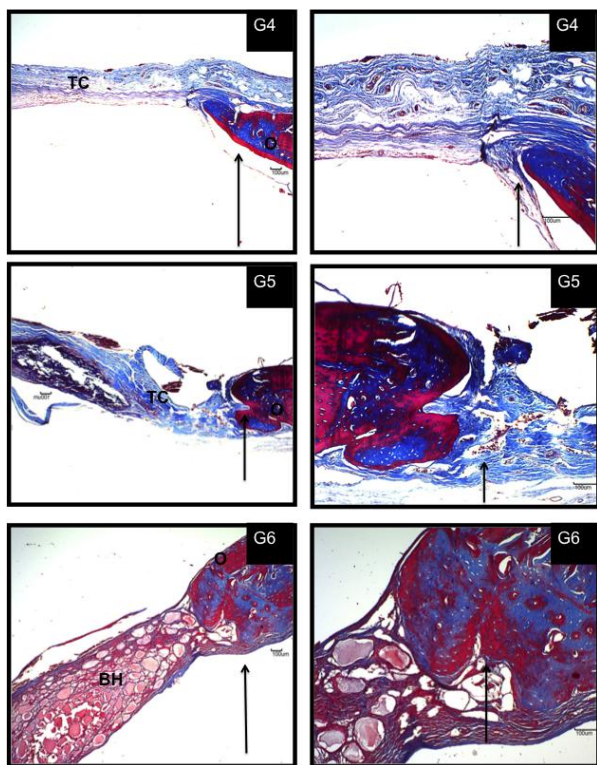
Fotomicrografia da área da lesão craniana dos grupos eutanasiados 8 semanas pós-operatório (G4 a G6). Nota-se osso neoformado (setas) de natureza imaturo e maduro projetando-se da margem do osso original (O) e abundante tecido conectivo (TC) na lesão óssea. Em G6, destaca-se o aspecto compacto da blenda associada a hidroxiapatita (BH). Coloração de Tricrômico de Masson. Aumentos: 4X e 10X.
